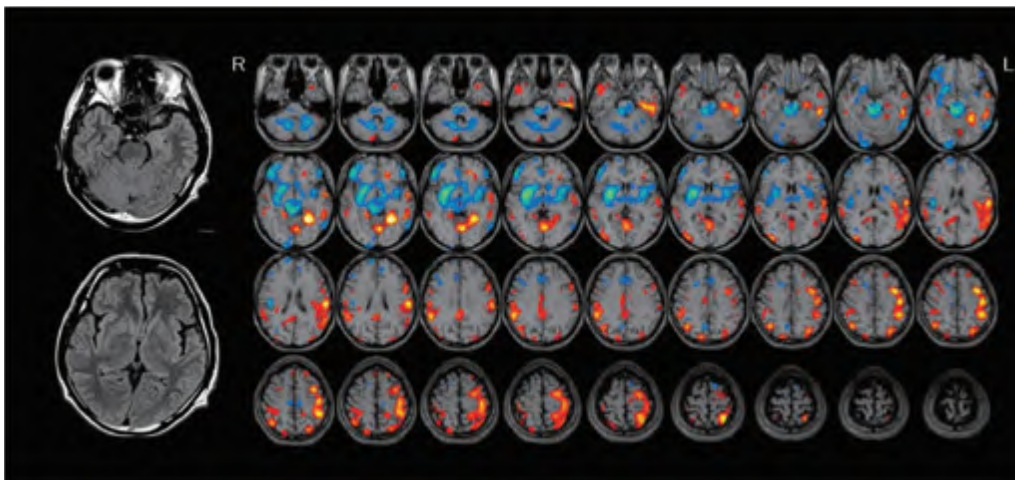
橋本脳症(57/M)の頭部MRI(T2/FLAIR)と脳血流SPECT(e-ZIS)
